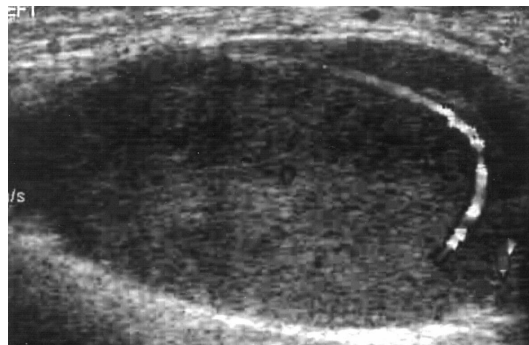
A 3 cm-sized, well defined homogeneous solid mass is identified. On color doppler scan, some blood flow is identified. A: mass, B: blood flow.
